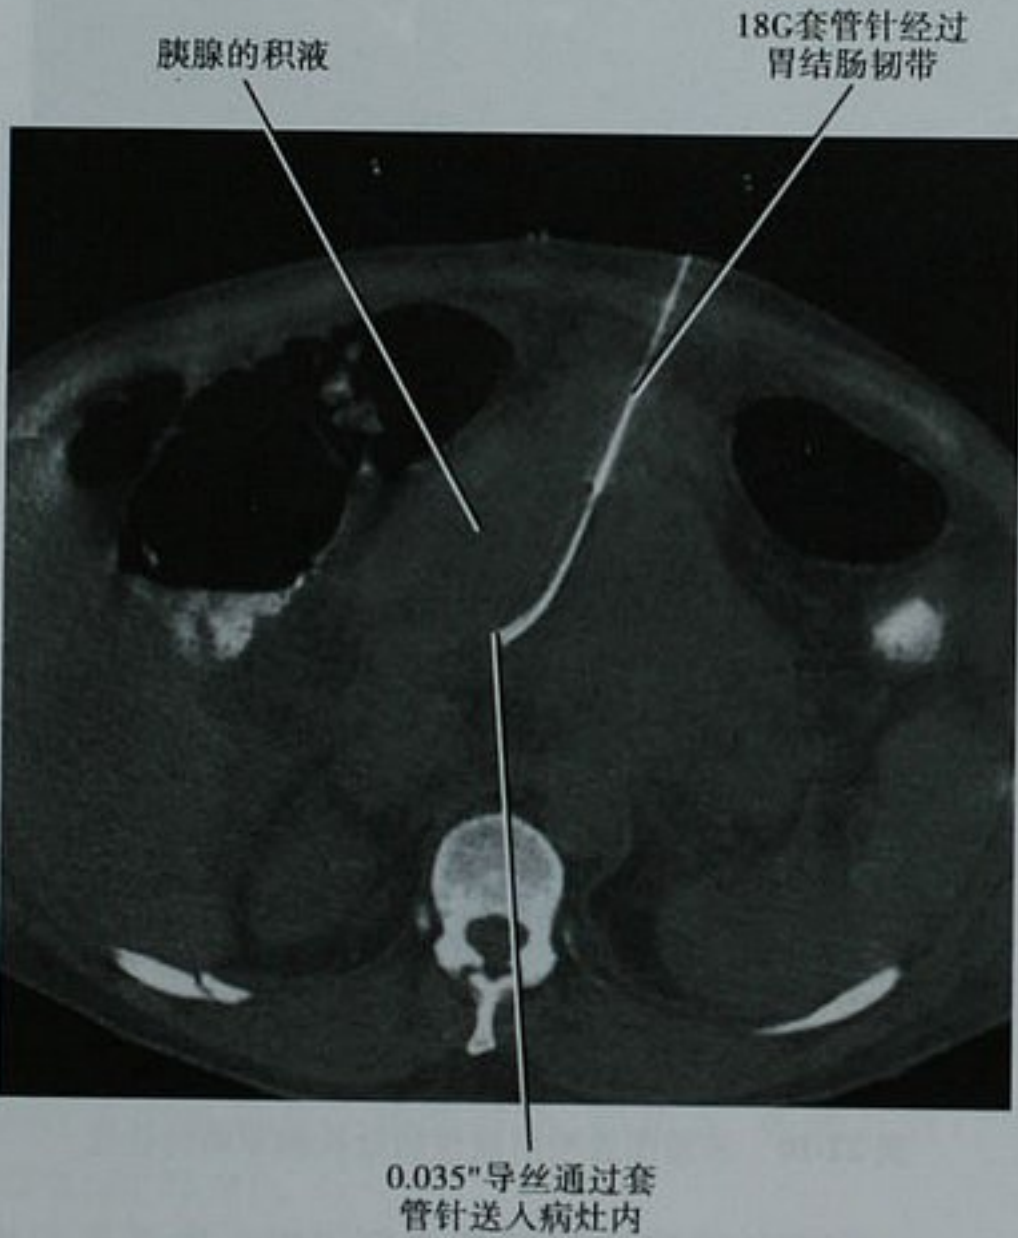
平扫 CT 横断面图像显示前方经腹膜入路穿刺急性胰腺积液。18G;18-gauge
